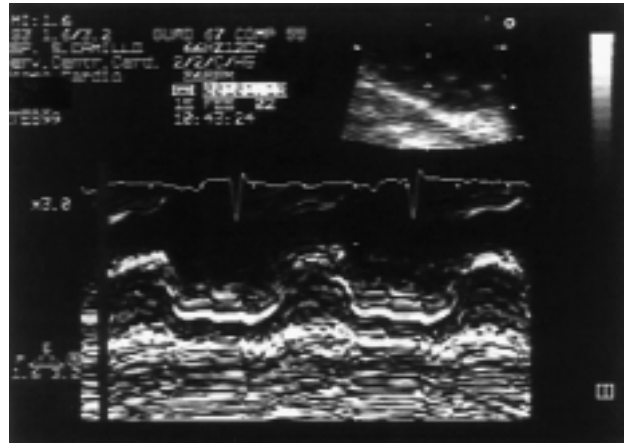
Esame ecocardiografico M-mode del ventricolo sinistro. Immagine focalizzata ed ingrandita sulla parete posteriore. Si osserva l'appiattimento diastolico del movimento della parete posteriore.
